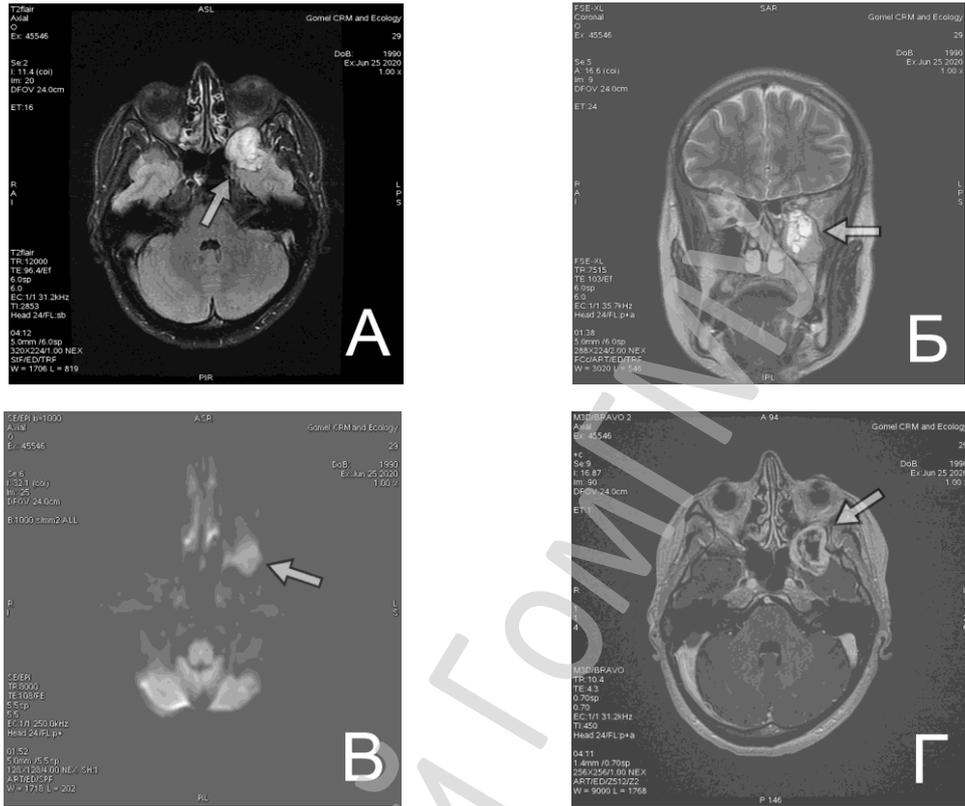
МРТ головного мозга с контрастированием, Ах T2 Flair (А), Сог T2 (Б), Ах DWI b1000 (В), Ах T1 + контраст (Г). Неоднородное образование в левой крылонебной ямке, накапливающее контрастное вещество (указано стрелкой)
